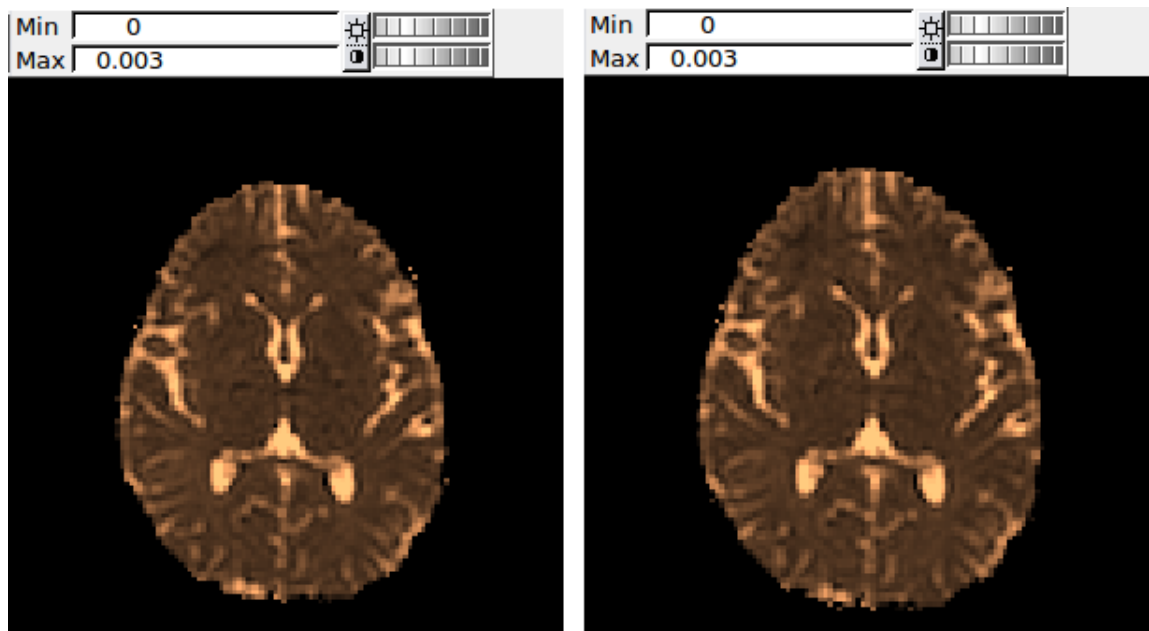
Imagen de la difusividad media en el sujeto 2 en su primera (izquierda) y segunda (derecha) resonancia magnética
